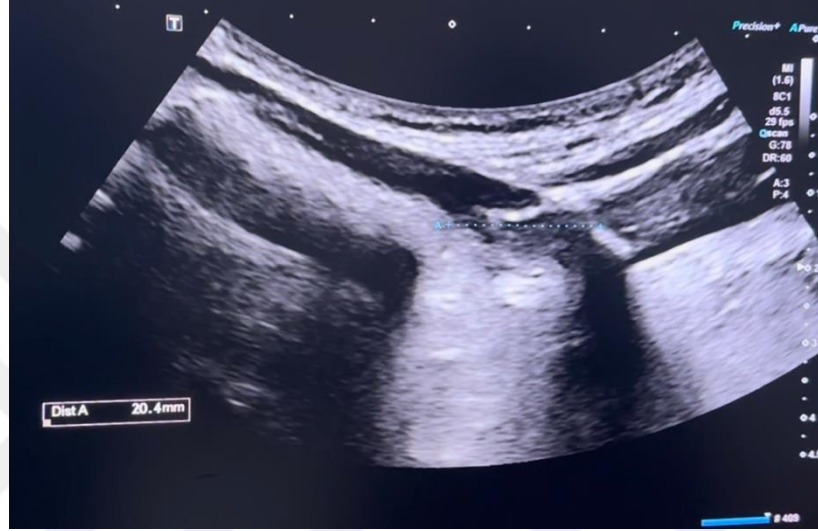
USG ile istirahat sırasında dil kalınlığı ölçümü işaretlenmiştir.
